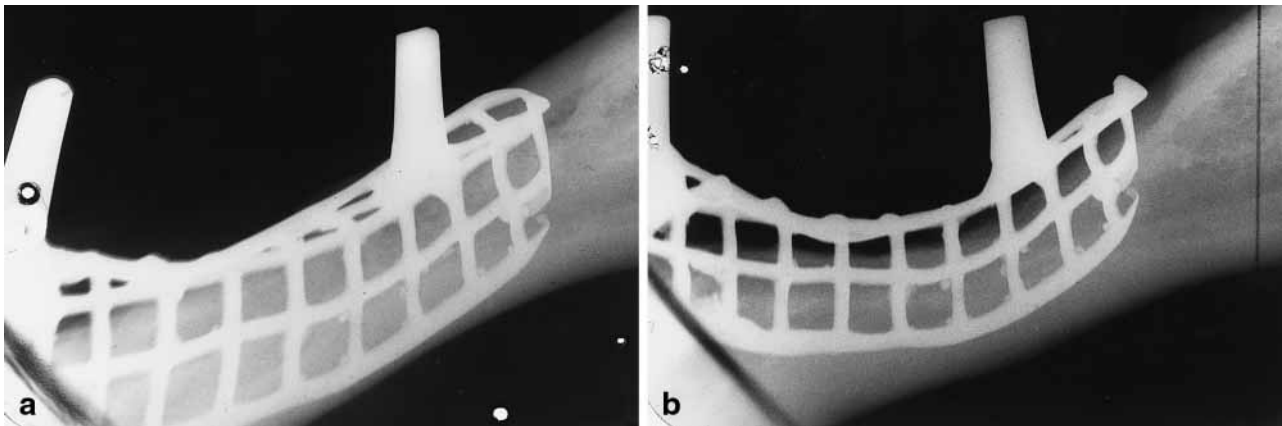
Radiografías de la parte posterior izquierda de la mandíbula tomadas 2 (a) y 4 (b) años después de la colocación del implante. La reabsorción ya ha ocurrido después de 4 años.
